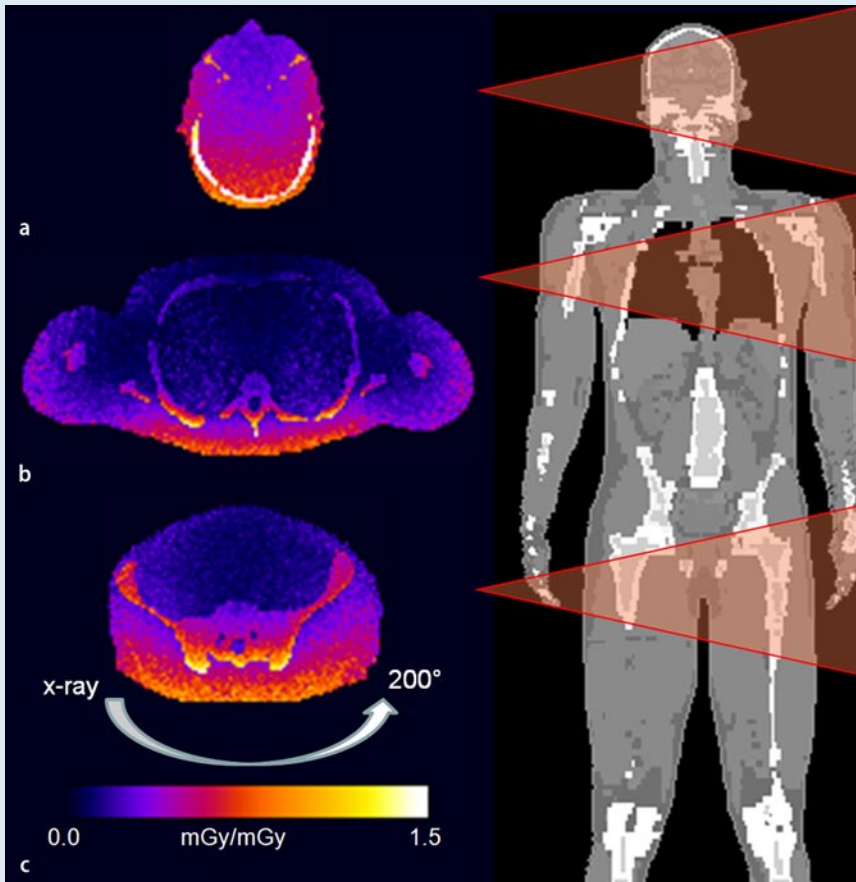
◀ 3D-Dosisverteilungen für typische FD-CT-Aufnahmeszenarien von Kopf (a), Thorax (b) und Hüfte (c) aus dem Bereich der interventionellen und intraoperativen Bildgebung, simuliert mit einer dedizierten Monte-Carlo-Software (Impact MC, VAMP GmbH, Erlangen). Die inhomogene Dosisverteilung, die durch den Teilscan über 200° entsteht, wird in der Darstellung deutlich und muss bei Überlegungen zur Dosisersparnis in Betracht gezogen werden
